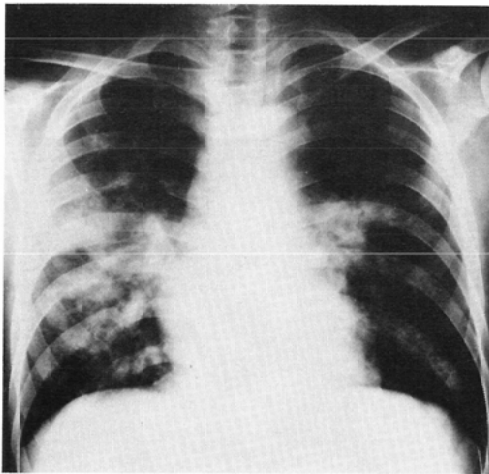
Case 8, chest roentgenogram, three days before death
